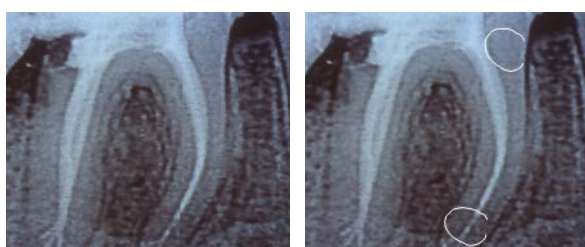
Определение рентгеноконтрастности
